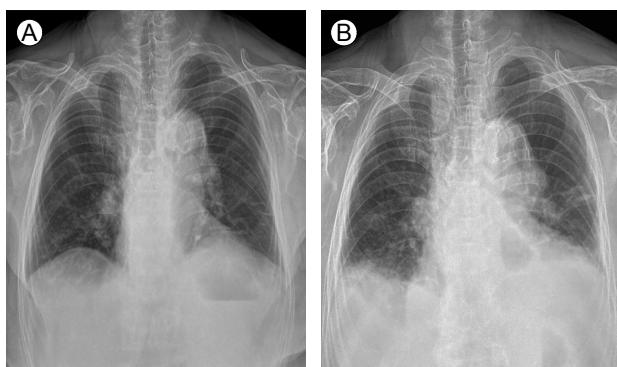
(B) The admission chest X-ray showed bilateral pleural effusions compared to (A) a previous one taken at a different hospital.
